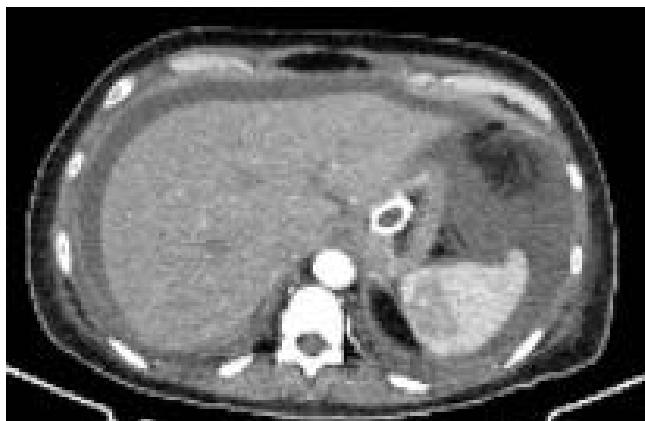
Tomografía axial en corte transversal, adecuada posición de endoprótesis.
